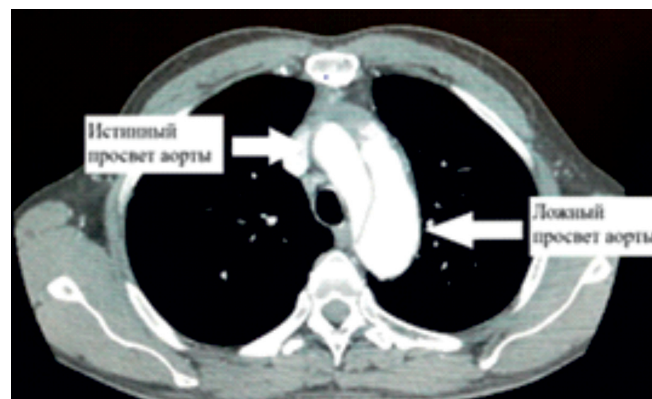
Компьютерная томография грудного сегмента (до операции)
